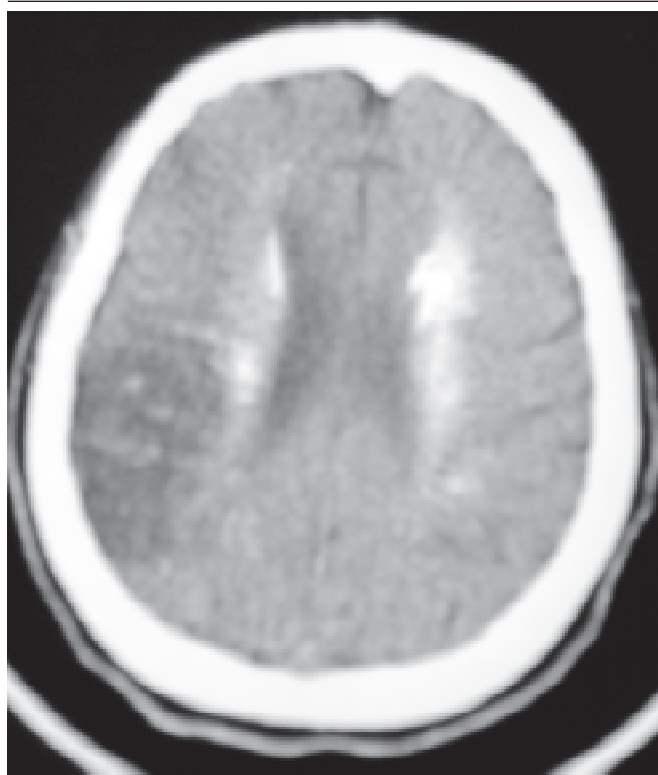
TC de crânio mostrando calcificações em núcleos da base e área de AVC
